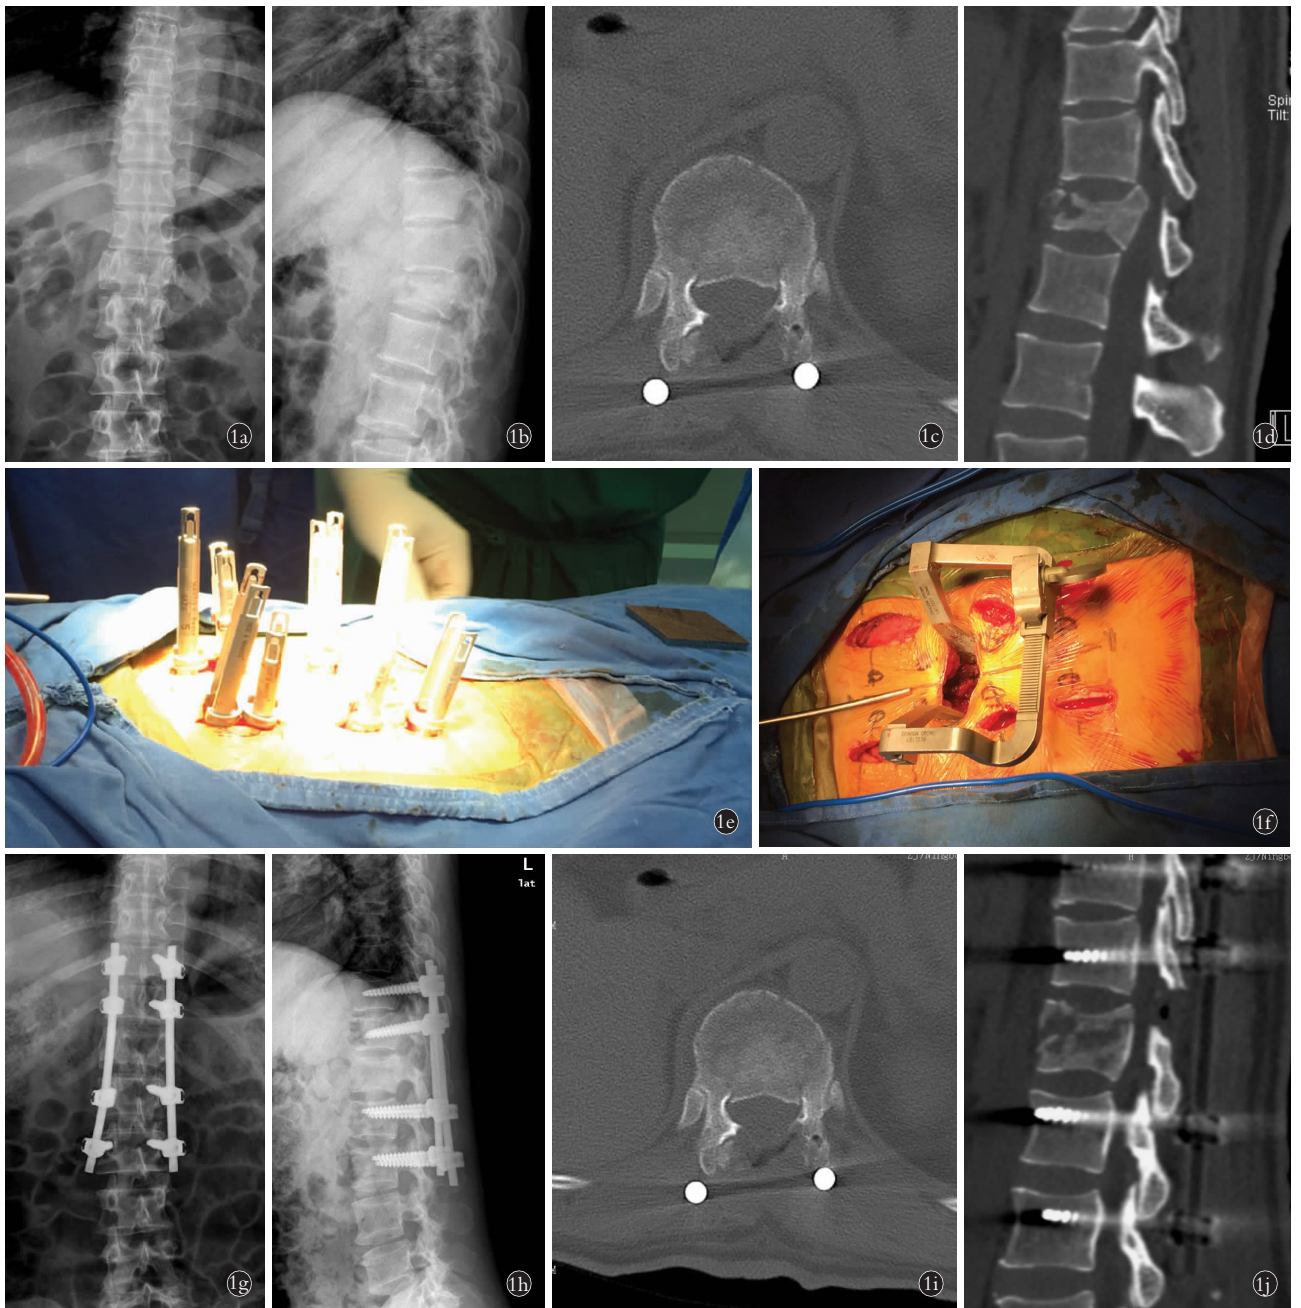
女性患者, 35 岁, 车祸伤致 T₁₂ 爆裂骨折伴脊髓神经损伤, Denis A 型, ASIA 分级 C 级 1a, 1b. 术前胸腰段正侧位 X 线片示 T₁₂ 椎体爆裂骨折, 椎体高度降低, 上下终板受累, 胸腰段后凸畸形 1c, 1d. 术前 CT 横断面及矢状面示骨折块突入椎管内 1e, 1f. 术中经皮椎弓根螺钉置入及小切口减压 1g, 1h. 术后胸腰段正侧位 X 线片示伤椎高度恢复, 内固定位置良好, 后凸畸形纠正 1i, 1j. 术后 CT 横断面及矢状面示椎管减压后骨折块消失
